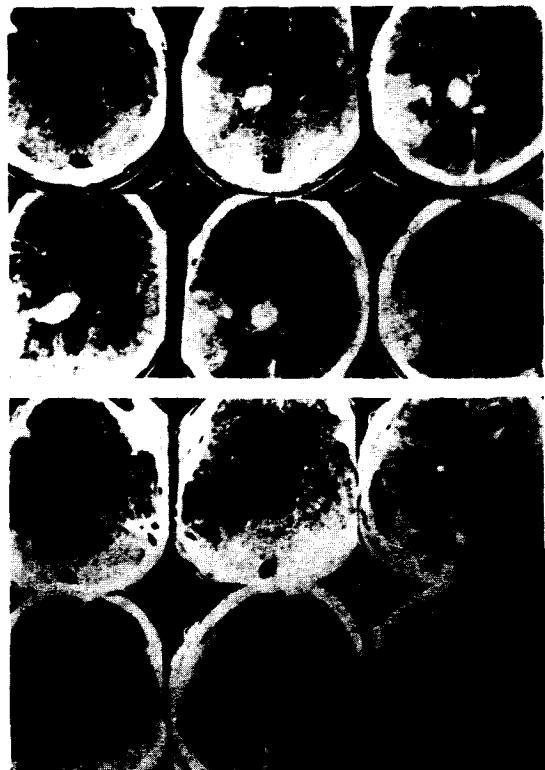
Case 4. Enhanced preoperative brain CT scan (A) shows a large mixed solid and cystic mass at right temporo-parietal area. Postoperative brain CT scan(B) shows complete resection of the tumor.
